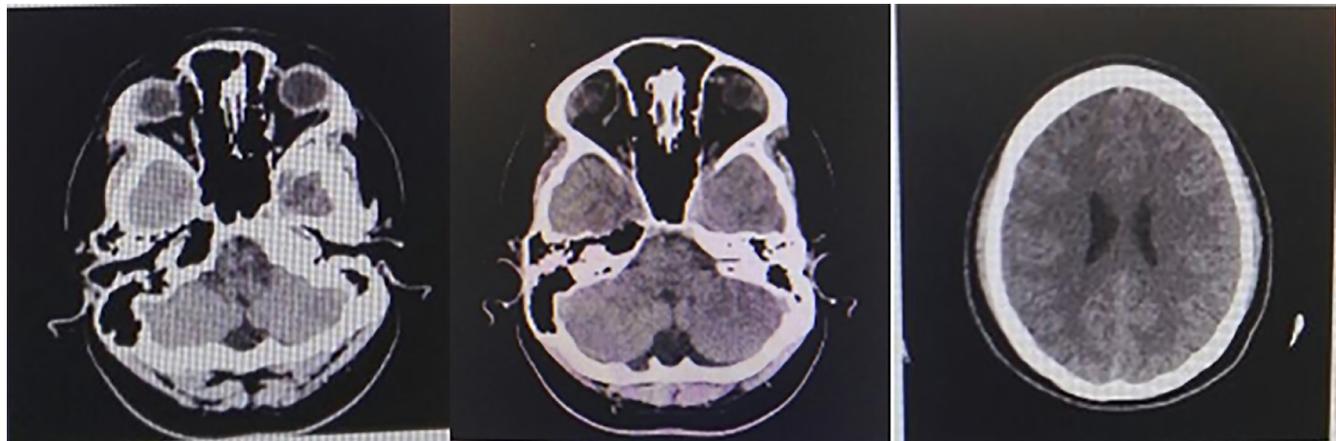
Imágenes de tomografía axial computarizada.
